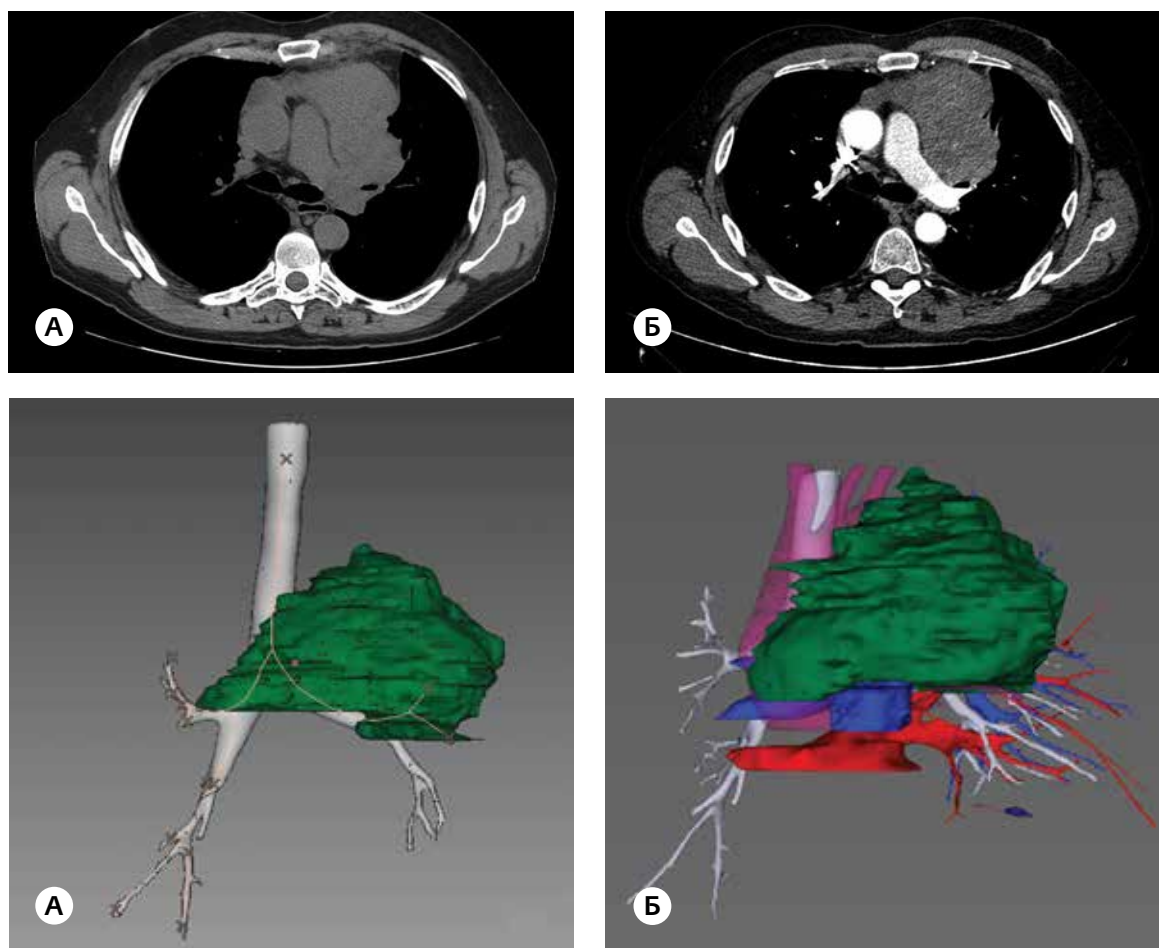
Пациент А. Плоскоклеточный низкодифференцированный рак левого легкого. Аксиальные срезы и 3D-модели, полученные на основе бесконтрастной МСКТ (А) и МСКТ с контрастным усилением (Б). На изображении «а» контуры образования прослеживаются не на всем протяжении (оценка инвазии сосудов невозможна).
